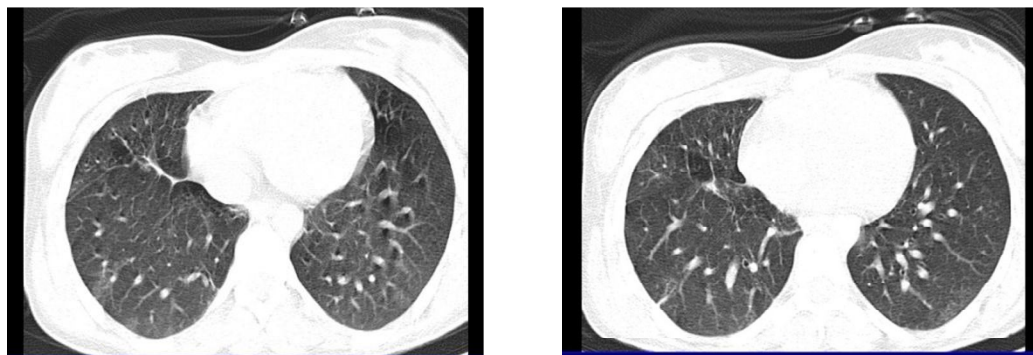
Tomografía de tórax posterior a tratamiento antituberculoso
